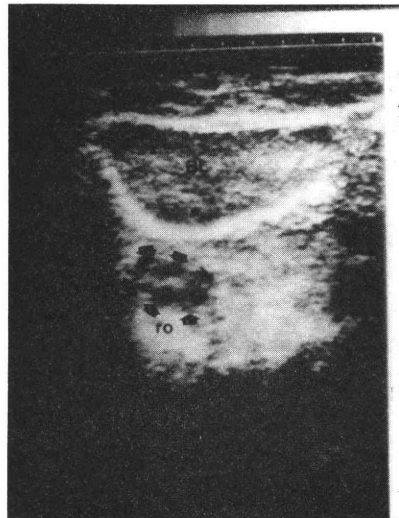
peripheral cystic pattern を示す超音波断層図
